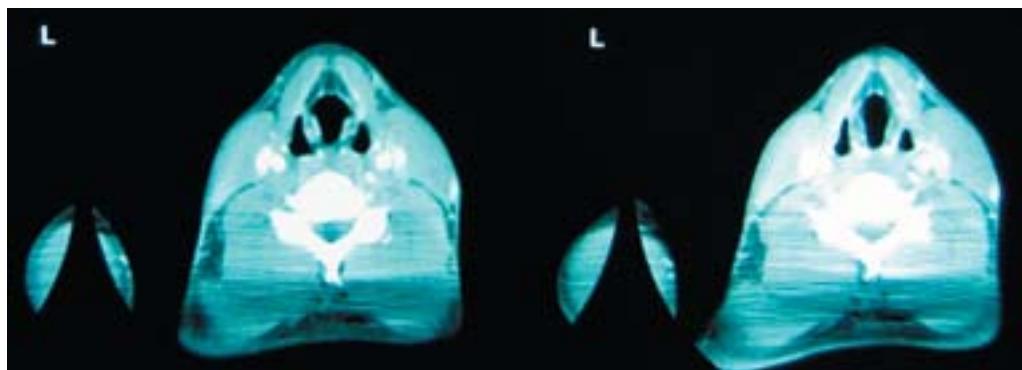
TC dos meses después de la inyección de OK-432.
